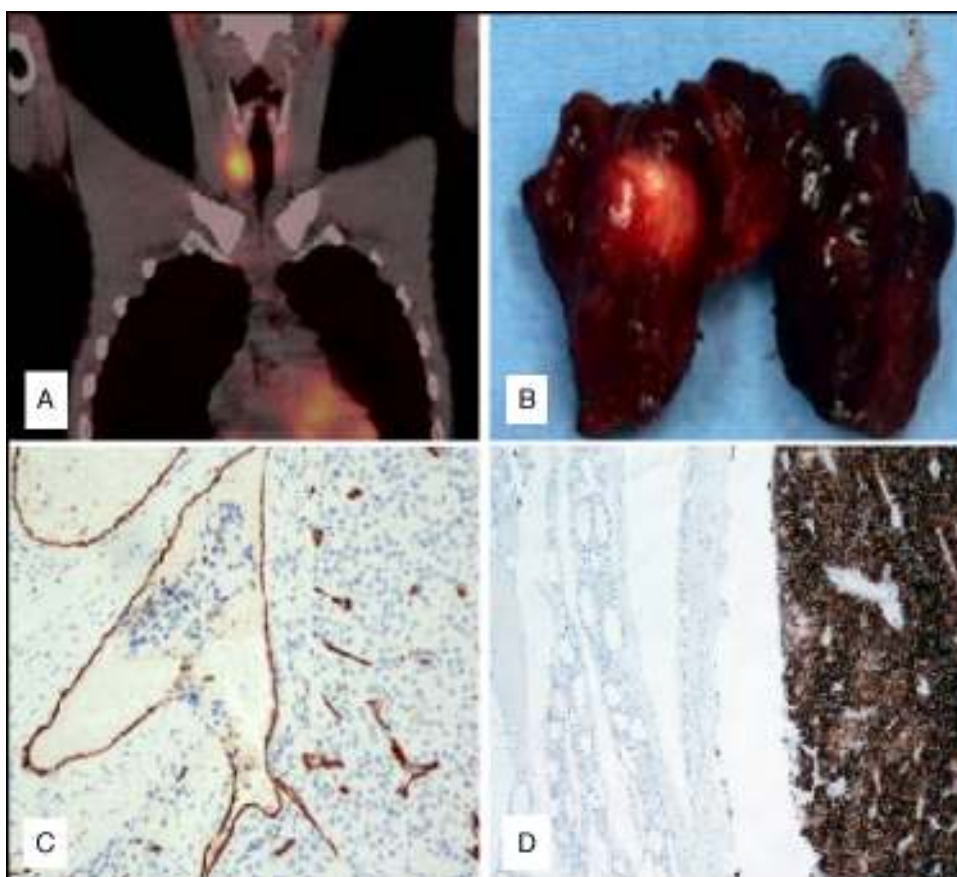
A) SPECT-TAC tras administración de tecnecio-99m: lavado incompleto de la captación en la imagen tardía. B) Pieza quirúrgica: lóbulo tiroideo derecho con disección longitudinal. C) Técnica inmunohistoquímica para CD31 que marca el endotelio vascular. Placas celulares tumorales penetrando en el interior del vaso. D) Técnica inmunohistoquímica para PTH. Lesión intratiroidea: tumor intensamente positivo, que contrasta con la negatividad del resto del tiroides.
